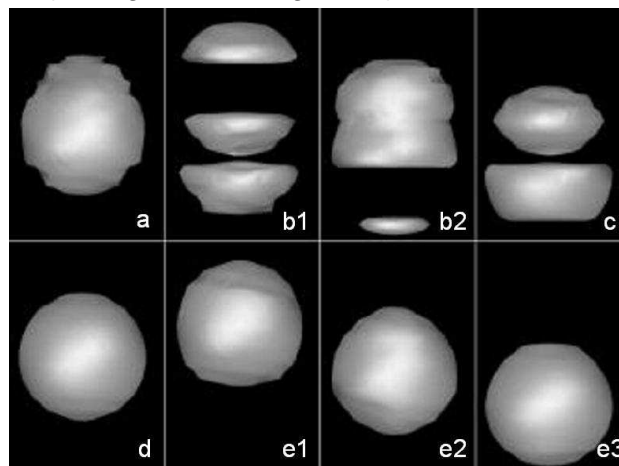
Reconstruction des images d'une sphère mobile (amplitude = 1cm, période = 4,4 s). Différents artéfacts sont observés selon les paramètres d'acquisition. Images a, b et c issues d'acquisitions axiales : interférence entre la phase de mouvement de l'objet et de la TDM. Image d acquisition en position statique et images e1, e2 et e3 issues de reconstruction 4D en fonction de la phase du mouvement cm [Rietzel et al., 2005b].
